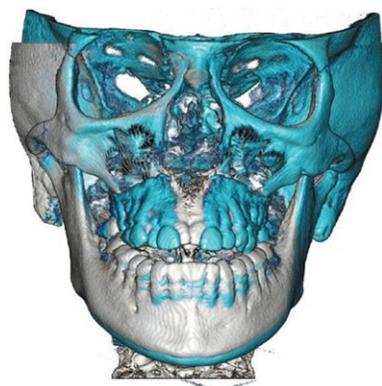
Наложение КТ до (белый) и после (синий) хирургически ассоциированного расширения верхней челюсти
